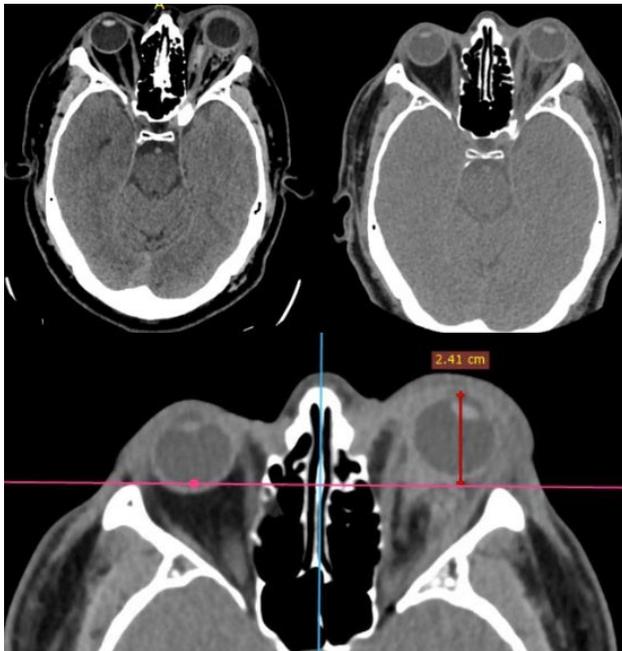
En la izquierda, TAC cerebro inicial. En la derecha, TAC maxilofacial de control posterior a tratamiento farmacológico. Abajo, TAC maxilofacial con medición que corrobora proptosis ocular.
